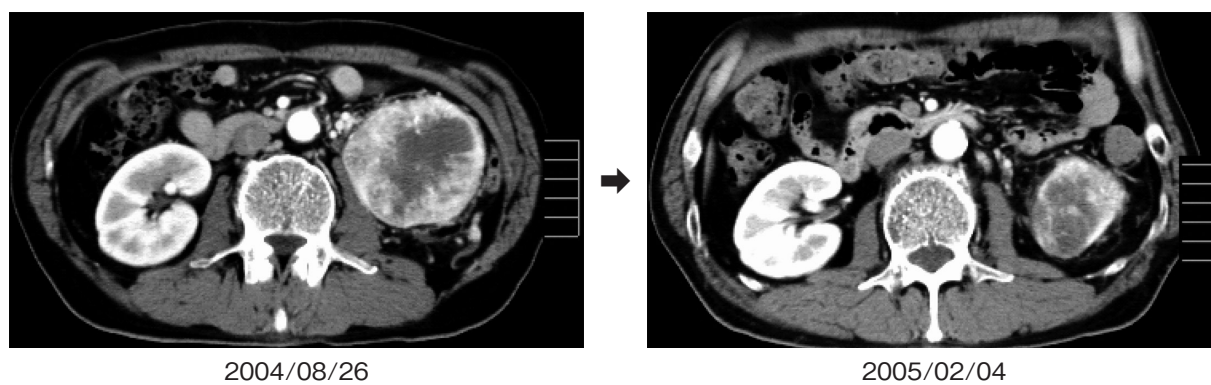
Abdominal CT reveals a reduction in renal mass after five months of IFN α therapy.
